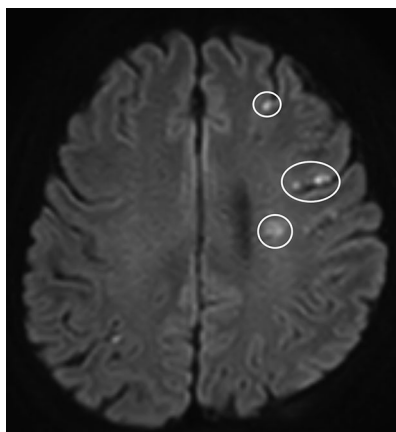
Brain MRI demonstrated multiple spotted with a high-signal intensity on the cerebral white matter, indicating the diagnosis of cerebral infarction.
